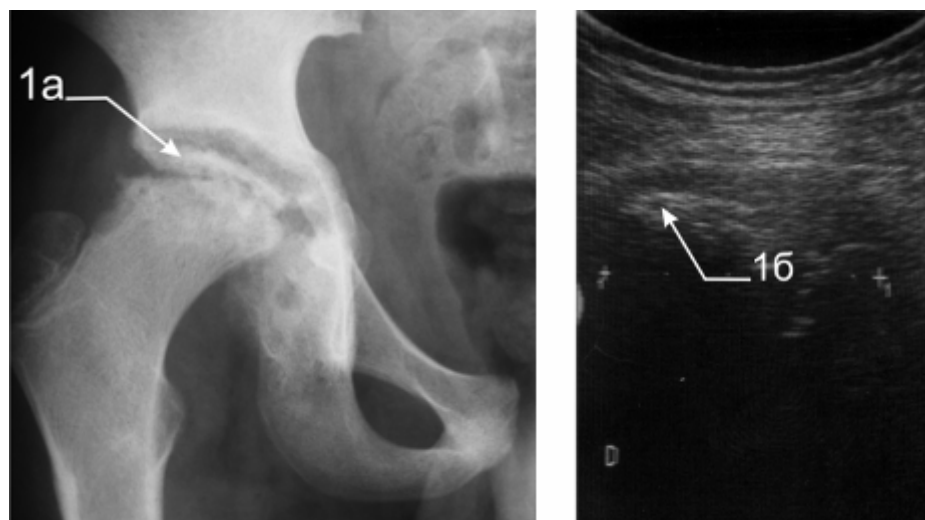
Снижение высоты и изменения структуры головки бедренной кости по результатам прямой рентгенографии (1а) и УЗИ (1б)
